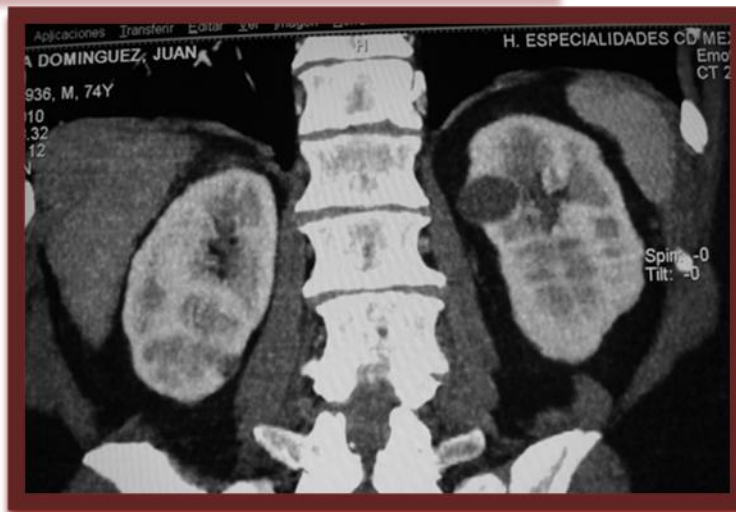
Estudio de Uro TC 3D fase nefro- pielica muestra enfermedad renal múltiquistica.
